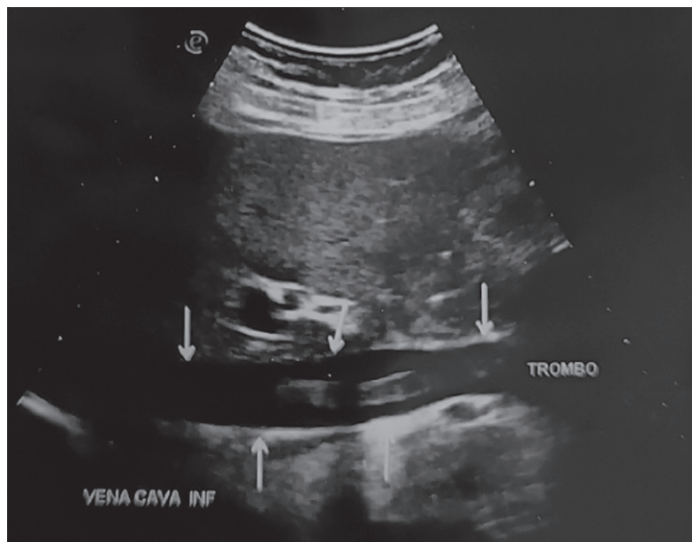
Ultrasonido de hígado y vías biliares que muestra un trombo flotante de vena cava inferior (Flechas).
